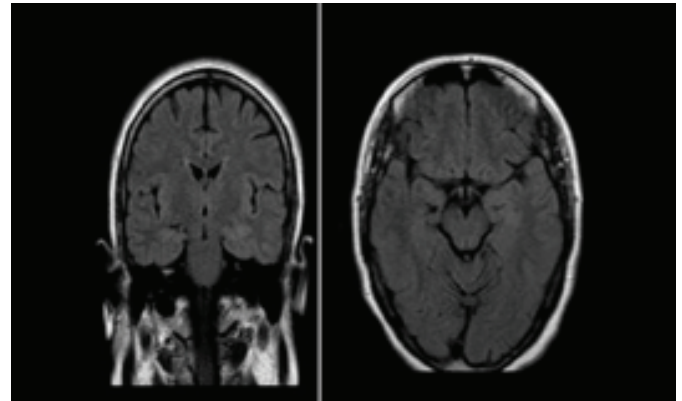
Coronal and axial MRI scans
